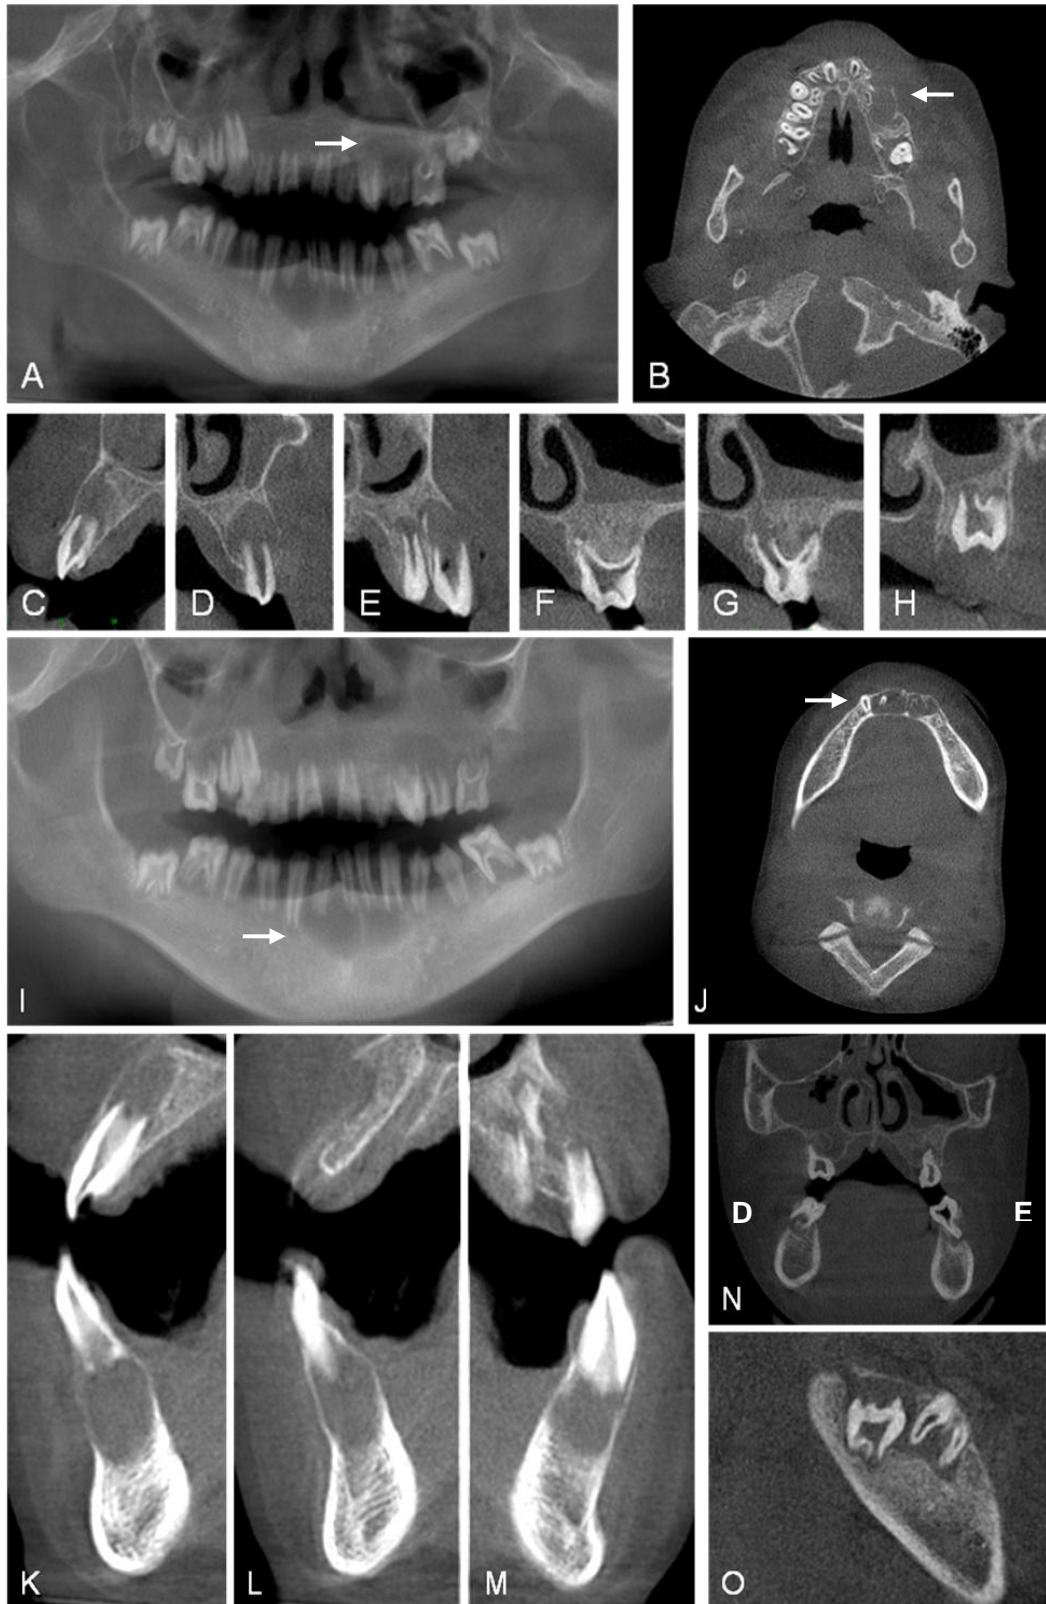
Tomografia computadorizada por feixe cônico do Paciente 1 (VI:1) permitiu a visualização com precisão das lesões (setas) observadas na região de pré-molares superior esquerdo em reconstrução panorâmica (Fig.5. A) e em corte axial (Fig.5. B). Lesões hipodensas periapicais associadas a ápices abertos (Fig. 5. C-G). Espessamento do foliculo pericoronário de molares não erupcionados (Fig.5. H), podendo associar-se a lesões hipodensas periapicais (Fig.5. O). Além de lesões (setas) associadas a incisivos inferiores em reconstrução panorâmica (Fig. 5. C), em corte axial (Fig. 5. J), e em cortes transversais (Fig. 5. K-M). Alteração do seio maxila observado em corte coronal (Fig. 5. N).
